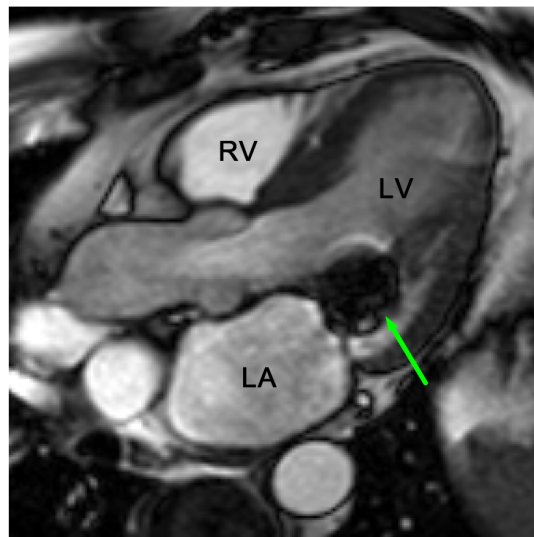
MitraClip-bedingtes Artefakt (grüner Pfeil) im 3-Kammerblick in der Cine-MRT
